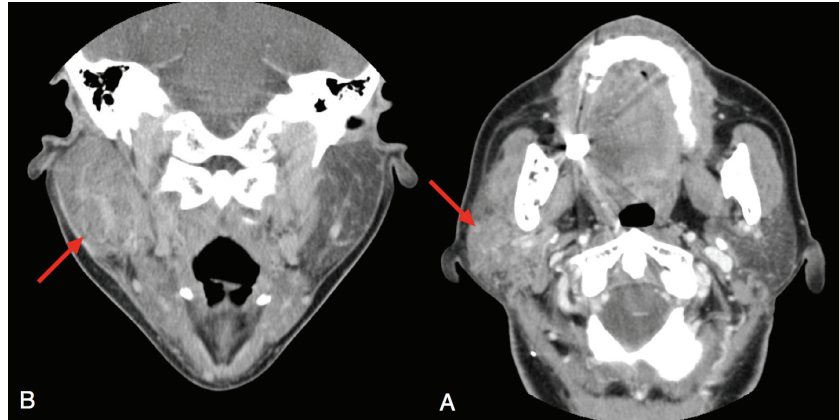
Preoperative CT scan, A: Axial view, B: Coronal view. The size and density of right parotid gland is increased. But, there is no evidence of calcified material (arrows: lesions).
